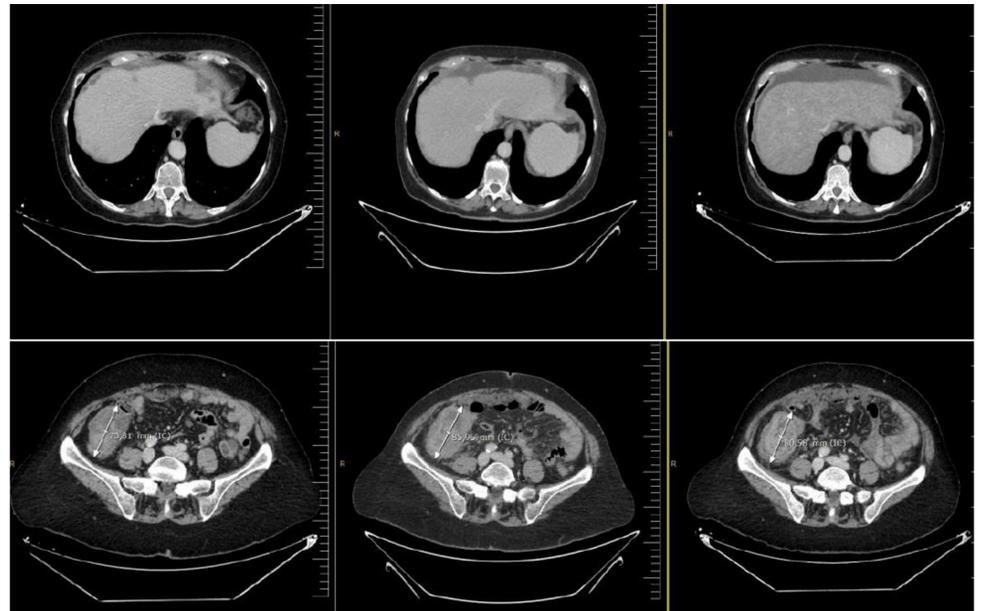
En las imágenes TC vemos la evolución del tumor, las imágenes de la izquierda corresponden a la actualidad (nov-2020) y las de la derecha a la progresión tras XELOX y Pembrolizumab).
